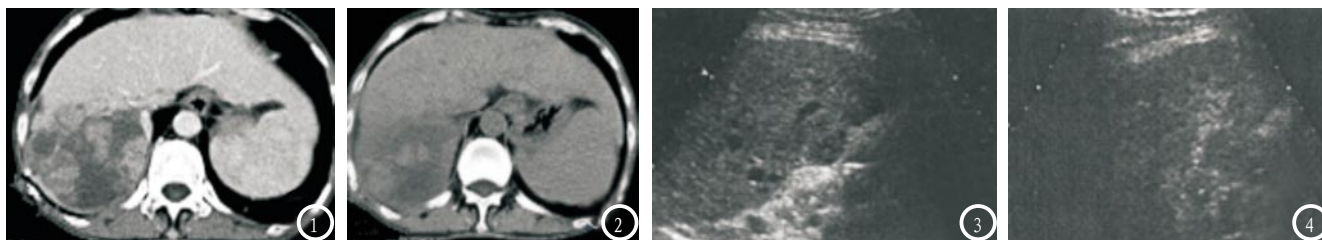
CT示原发性肝癌病灶门脉期病灶表现增强减低。图2 CT示原发性肝癌病灶病灶增强消退。图3 超声造影示肝右前叶可见低回声类圆形病灶，边界清晰，伴有包膜及暗。图4 超声造影示原发性肝癌病灶延迟期病灶增强明显消退，周围肝组织回声消退。
